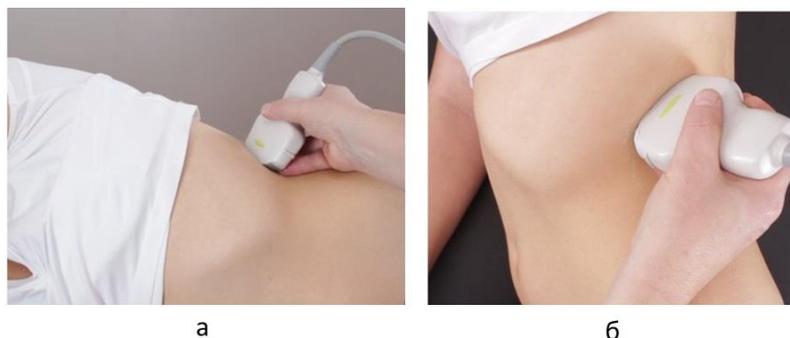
Выполнение УЗИ селезенки в положении пациента лежа на правом боку (а) и стоя (б).
